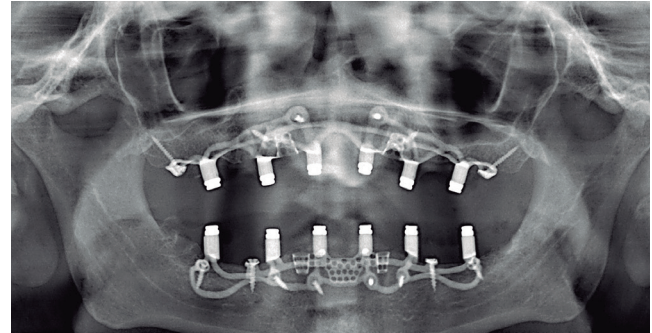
Ortopantomografía de seguimiento con 6 años de evolución.
